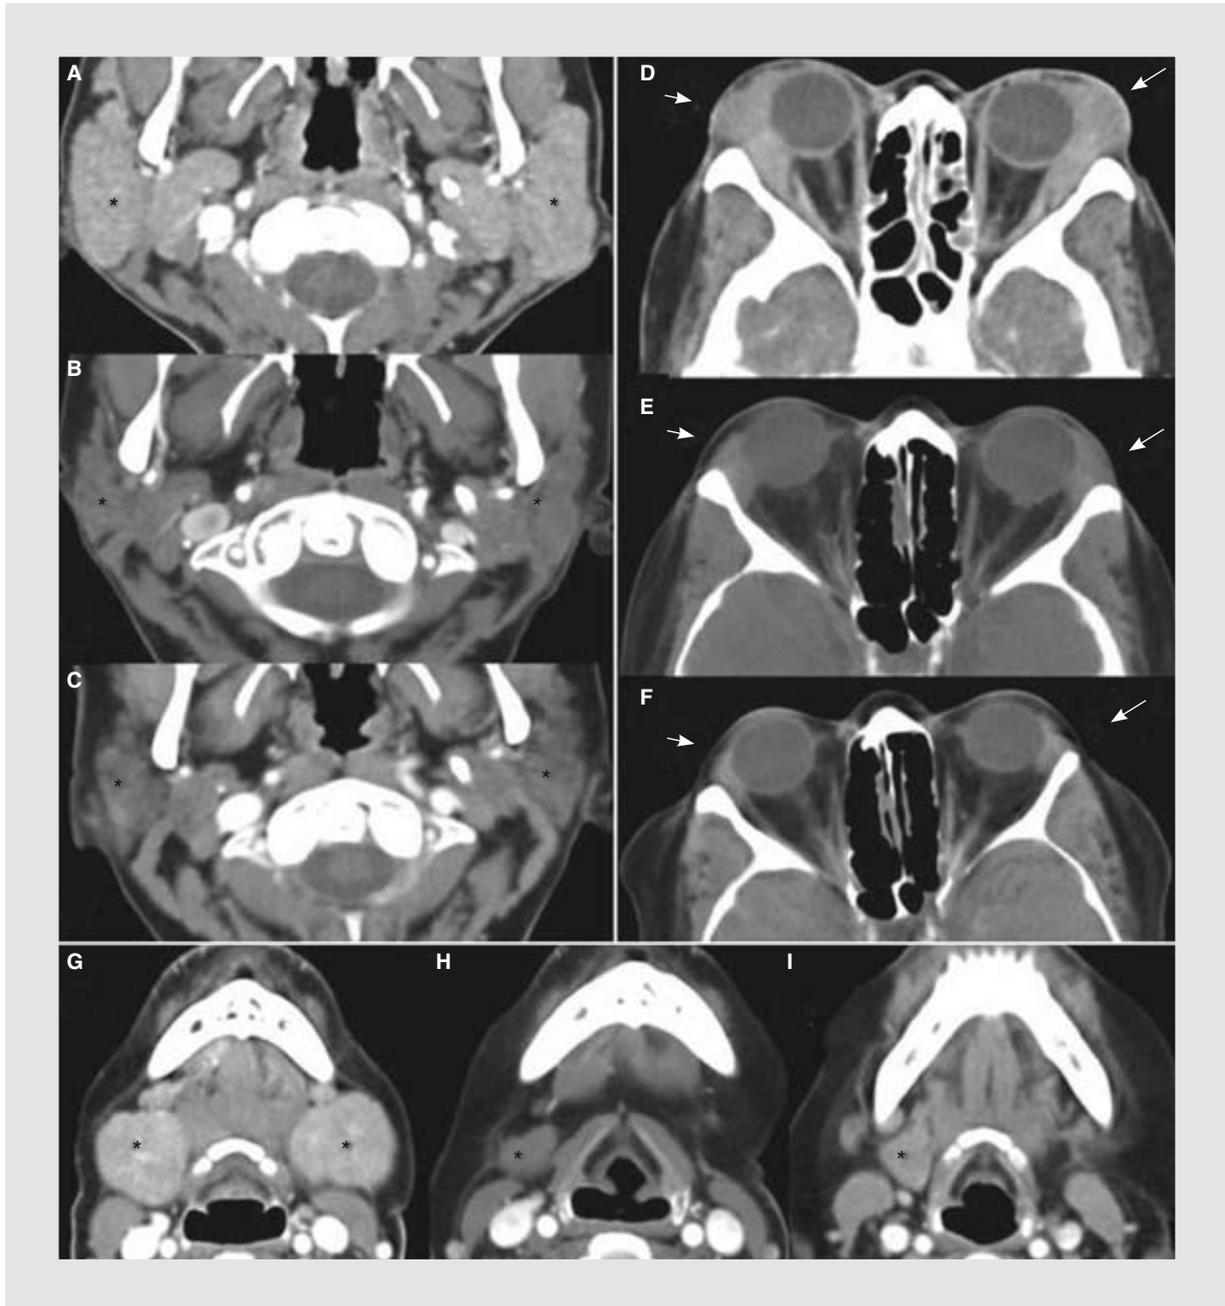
Tomografía computarizada de cabeza y cuello, en la que se denota el involucro glandular al diagnóstico y en el seguimiento. Se muestra la imagen al diagnóstico de la paciente (A, D, G), a los dos meses de haber iniciado el tratamiento inmunosupresor (B, E, H) y al año de seguimiento (C, F, I). Imagen izquierda: TC a nivel de base de cráneo. A: aumento de volumen de ambas glándulas parótidas (*) a expensas del lóbulo superficial y profundo, con densidad heterogénea. B: importante disminución del tamaño y atenuación de las glándulas parótidas. C: glándulas parótidas de tamaño y densidad normal a un año de B. Imagen derecha: TC a nivel de las órbitas. D: incremento de volumen de ambas glándulas lacrimales (flechas) que penetran en la cavidad orbitaria y provocan proptosis. E: disminución del tamaño y atenuación de las glándulas lacrimales. F: glándulas lacrimales de aspecto normal. Imagen inferior: TC contrastada a nivel de la mandíbula. G: aumento de volumen de las glándulas submandibulares con importante realce con el contraste. H: disminución del tamaño y atenuación de la glándula submandibular derecha, con ausencia de la glándula submandibular izquierda (por biopsia excisional). I: glándula submandibular derecha sin alteraciones.
